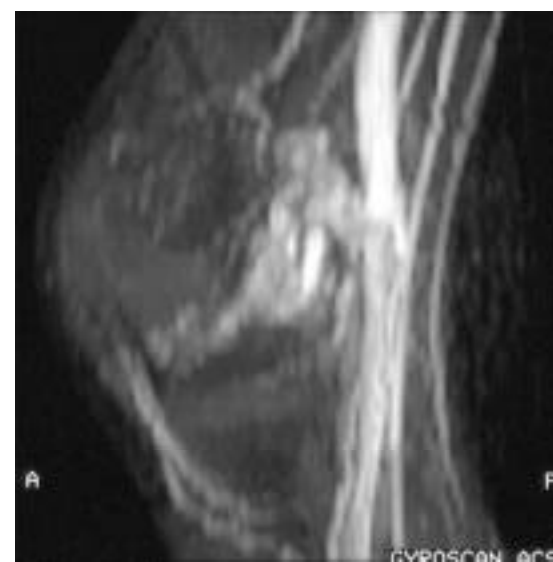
a) Cortes sagitales de rodilla SE T1. Imágenes tubulares hipointensas de aspecto serpinginoso que se dirigen desde los vasos poplíteos hacia la articulación. b) Angiografía RM por contraste de fase. Se delimita correctamente la lesión vascular y sus vasos de drenaje. Diagnóstico: malformación arterio-venosa sinovial.
